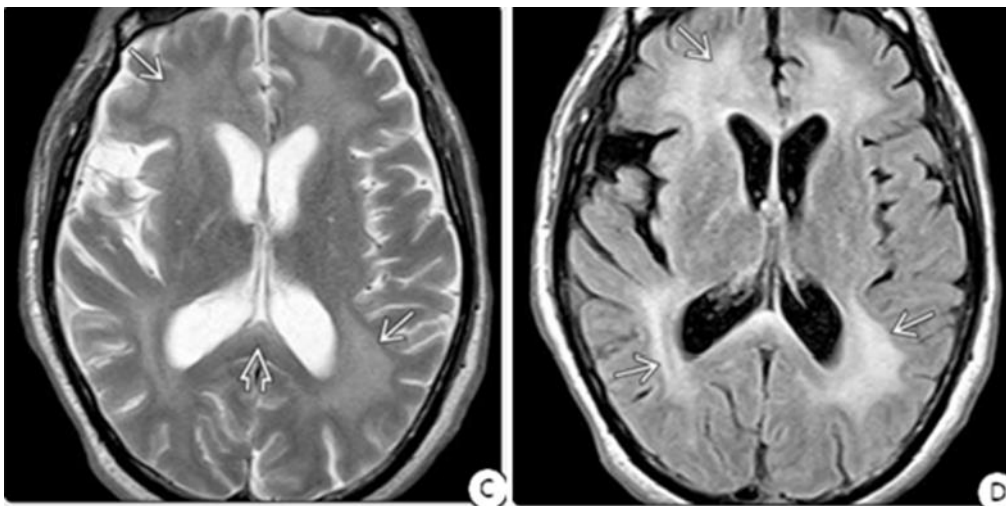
IRM cérébrale chez le même patient quatre ans plus tard, a développé une démence sévère associée au VIH. En séquence pondérée T2 (C) montre une augmentation significative perte de volume, reflétée par élargissement des ventricules latéraux et les sillons avec des anomalies de signal en hyper signal symétriques confluentes dans la substance blanche péri-ventriculaire ,splénium du corps calleux , en séquence pondérée FLAIR(D) montre atteinte importante de la substance blanche temoignant de l'encéphalite sévère à VIH. Les fibres U sont épargnées [25].
